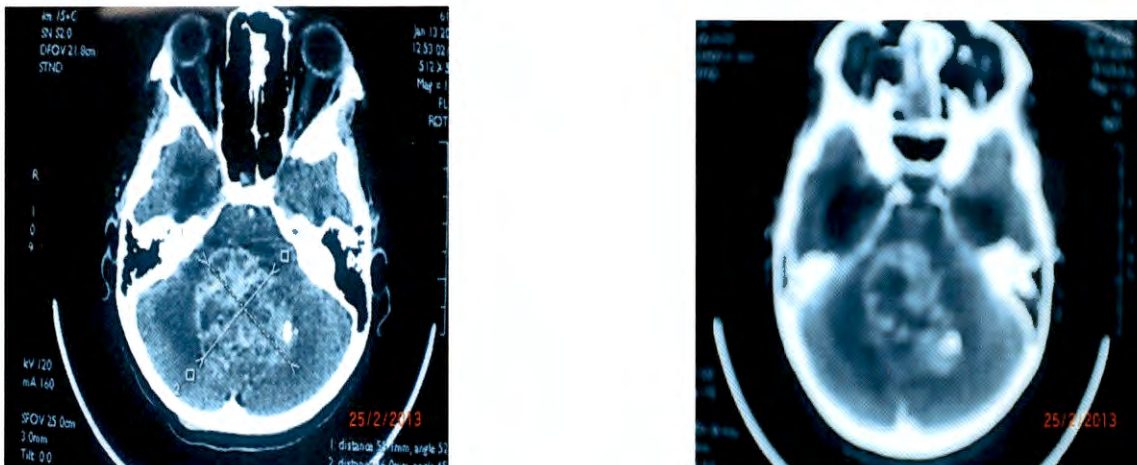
TDM d'une fille de 12 ans atteinte d'un médulloblastome
